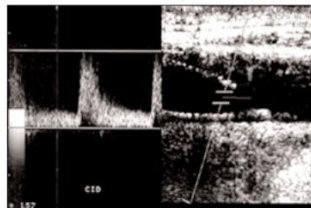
Imagen en Doppler pulsado de reestenosis intra stent en arteria carótida interna.
